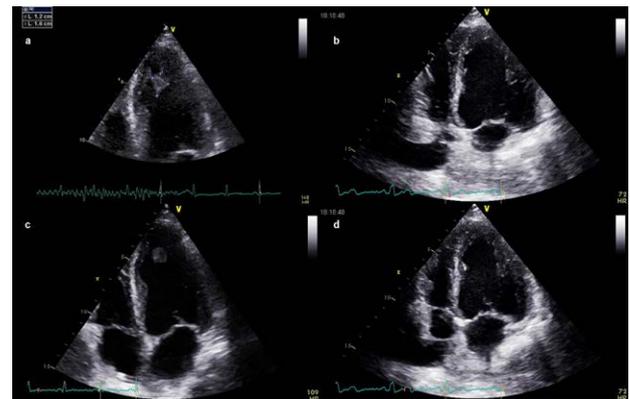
Ecocardiograma. a, c) Realizado al ingreso del paciente al hospital, se encuentra la presencia de trombo en ápex que mide 10mm x 10 mm. b, d) Realizado a los 23 días del primer ecocardiograma, no se observa trombo intracavitario.
